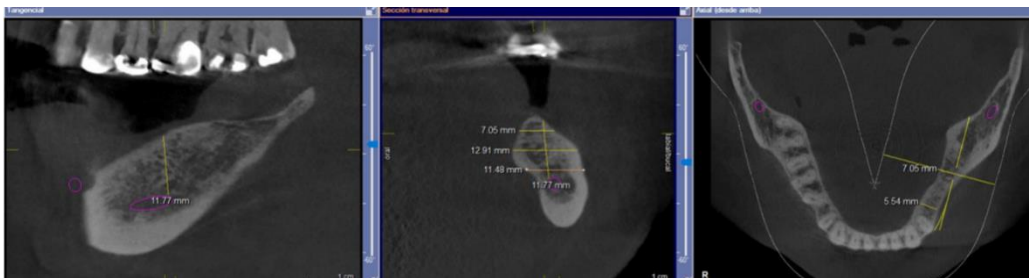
Medidas tomográficas Cone Beam sector 36
